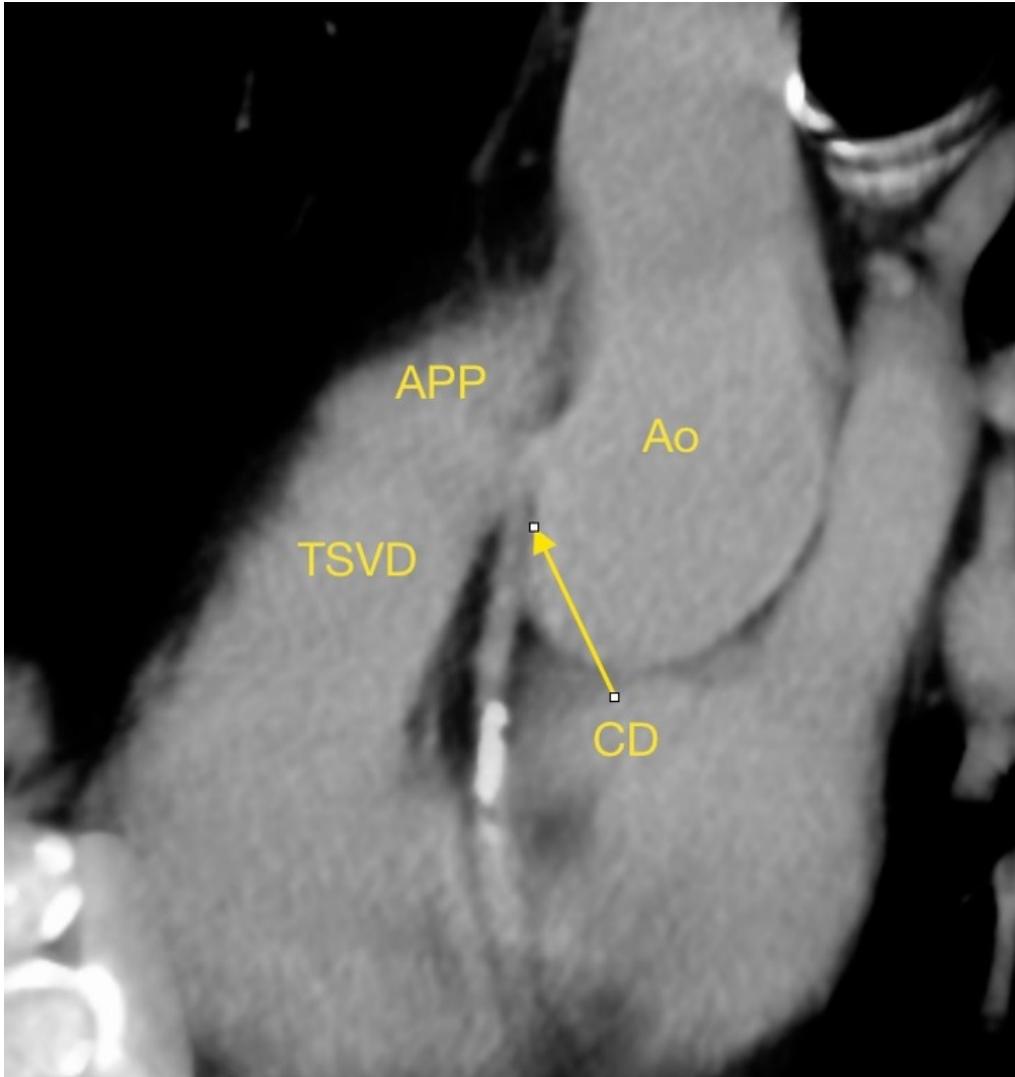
Imagen de tomografía computarizada efectuada para score de calcio, en masculino de 27 años de edad, la cual mostró como hallazgos: anomalía de la emergencia de la arteria coronaria derecha (CD), (flecha), la cual es anormalmente alta, asociada a trayecto intra-arterial entre aorta (Ao) y arteria pulmonar (APP) (flecha), además de placa calcífica; el score de calcio se cuantificó en 320.
